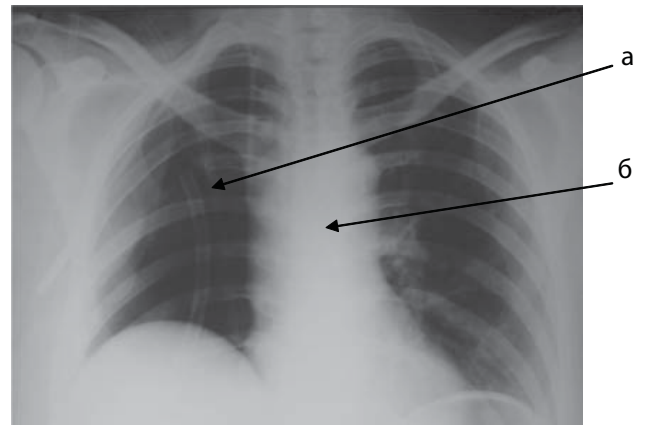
Оглядова рентгенографія органів грудної порожнини (2-га доба після пульмонектомії справа). а — “пустий” правий геміторакс; б — межистіння.
